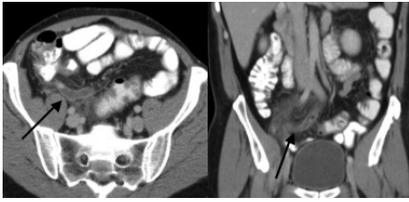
TDM coupes axiale, coronale: appendicite
